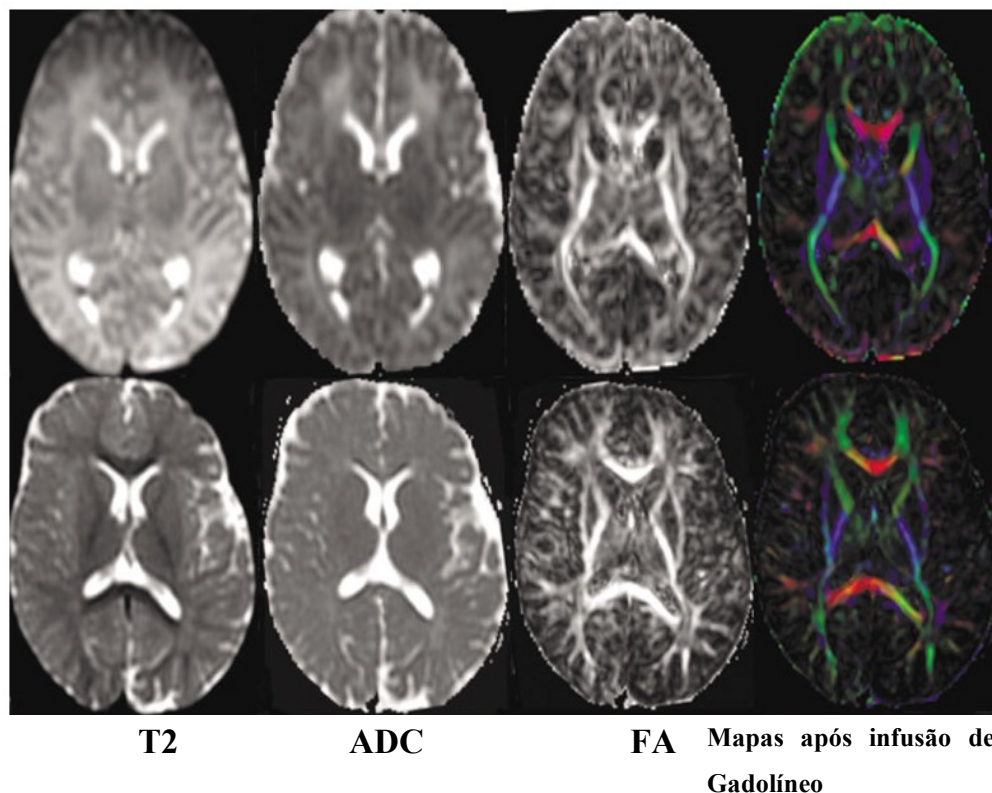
imagens ponderadas em T2, ADC, FA e mapas dinâmicos após realce de contraste, de uma criança com três dias (linha A) e uma criança de um dia (linha B), sem anomalias cerebrais diagnosticadas na RM. Durante os primeiros anos de vida o sinal da substância branca diminui em T2, o mapa de ADC tem menos contraste de substância cinzenta, com marcada diminuição dos valores de ADC na substância branca. O desenvolvimento das estruturas centrais e periféricas da substância branca são identificadas com aumento da anisotropia no FA e nos mapas após infusão de gadolínio.
